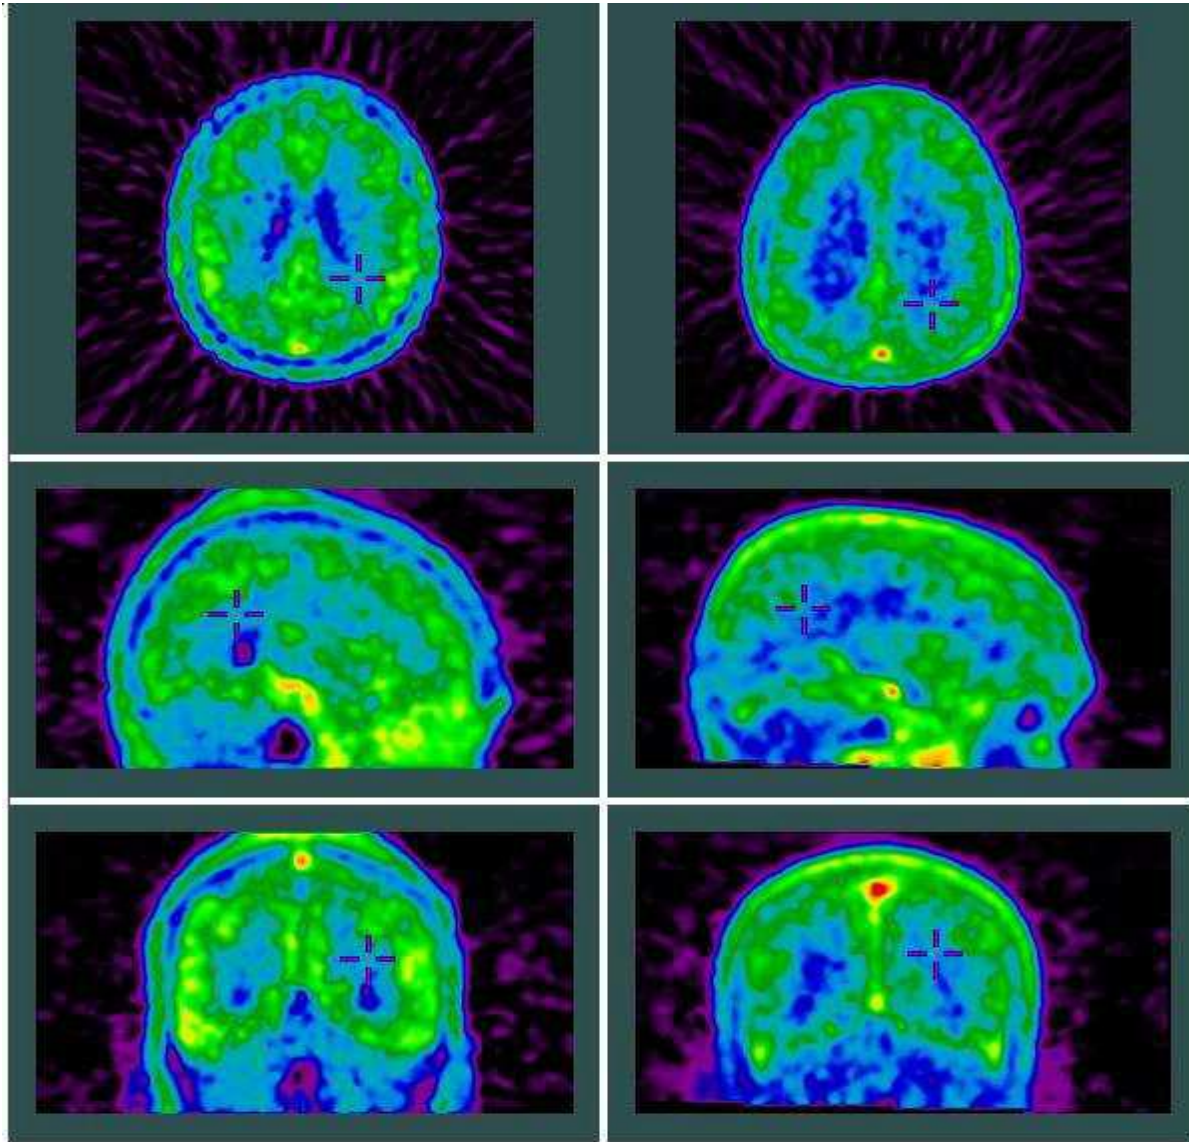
Images TEP au $[^{18}\text{F}]\text{MPPF}$ acquises au CERMEP (droite) et simulées avec les mêmes conditions avec PET-SORTEO (gauche).
